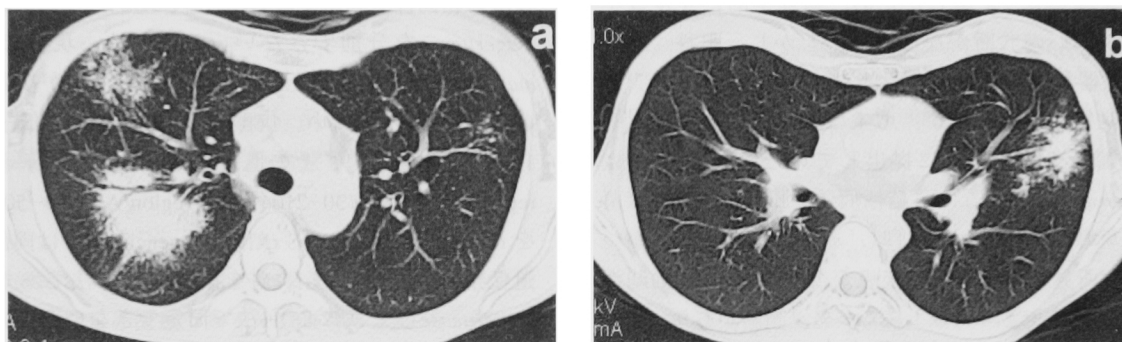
a) Chest CT on December 18, 2003, shows an increase of abnormal shadows in the right upper lung field. b) Chest CT on December 18, 2003, shows the change of abnormal findings from tree-in-bud appearance to consolidation in the left lingula.
